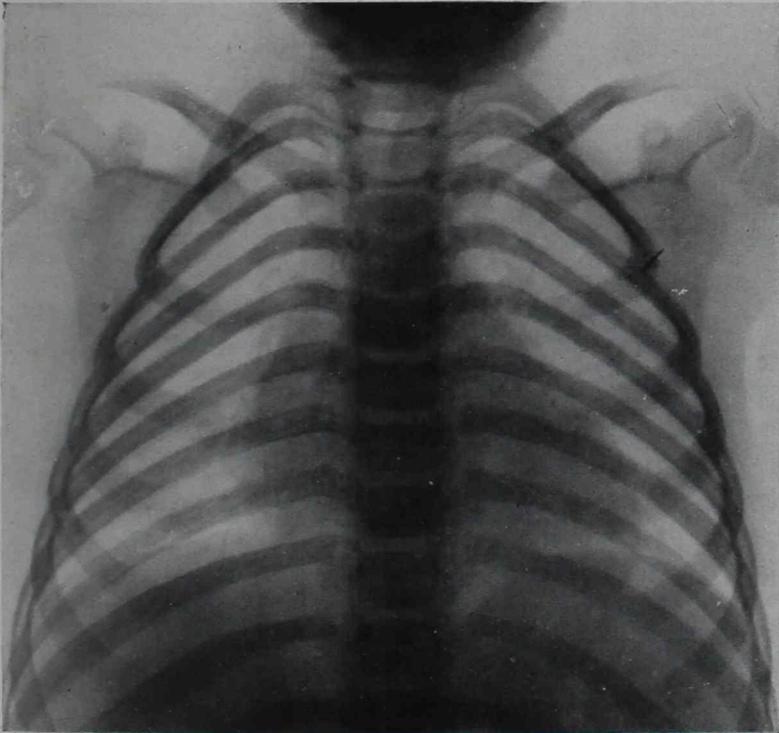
º 1.—Telerradiografía de pie, tomada el 15 de junio de 1933
